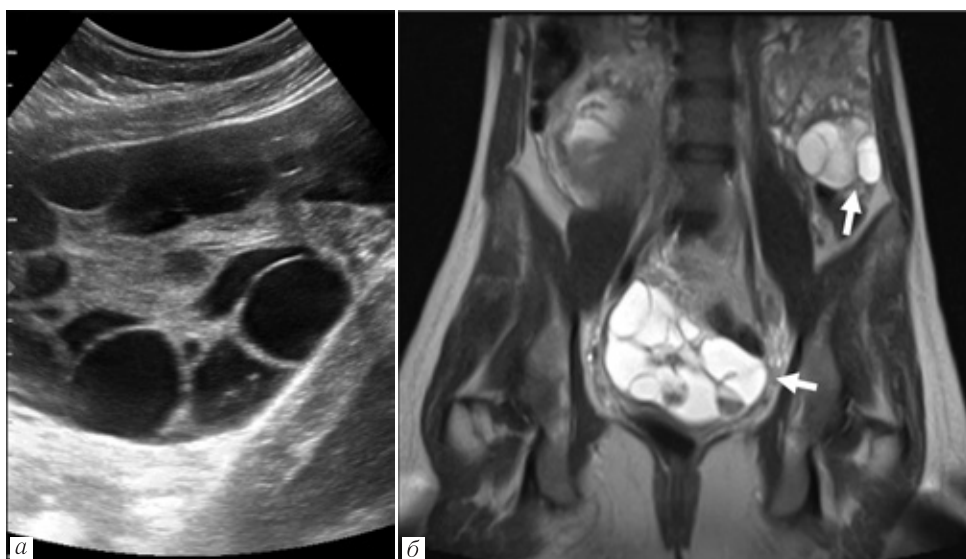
Тека-лютеиновые кисты у пациентки с полным пузырным заносом: а — трансабдоминальное ультразвуковое исследование органов малого таза, В-режим. Стрелками обозначены крупные анэхогенные тека-лютеиновые кисты яичника; б — МРТ экстрафетальных структур, T2-ВИ, корональная плоскость. 16 нед гестации.
